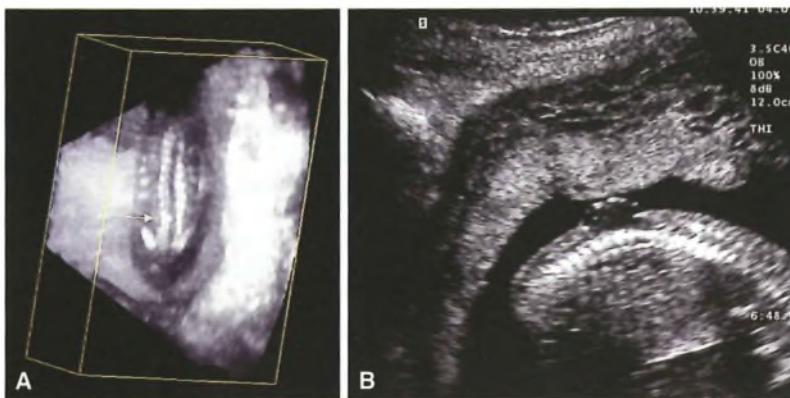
A) Ecografia tridimensionale: l'immagine mostra la colonna vertebrale di un feto alla 17^a settimana portatore di spina bifida. B) Stesso caso esaminato con ecografia bidimensionale.
